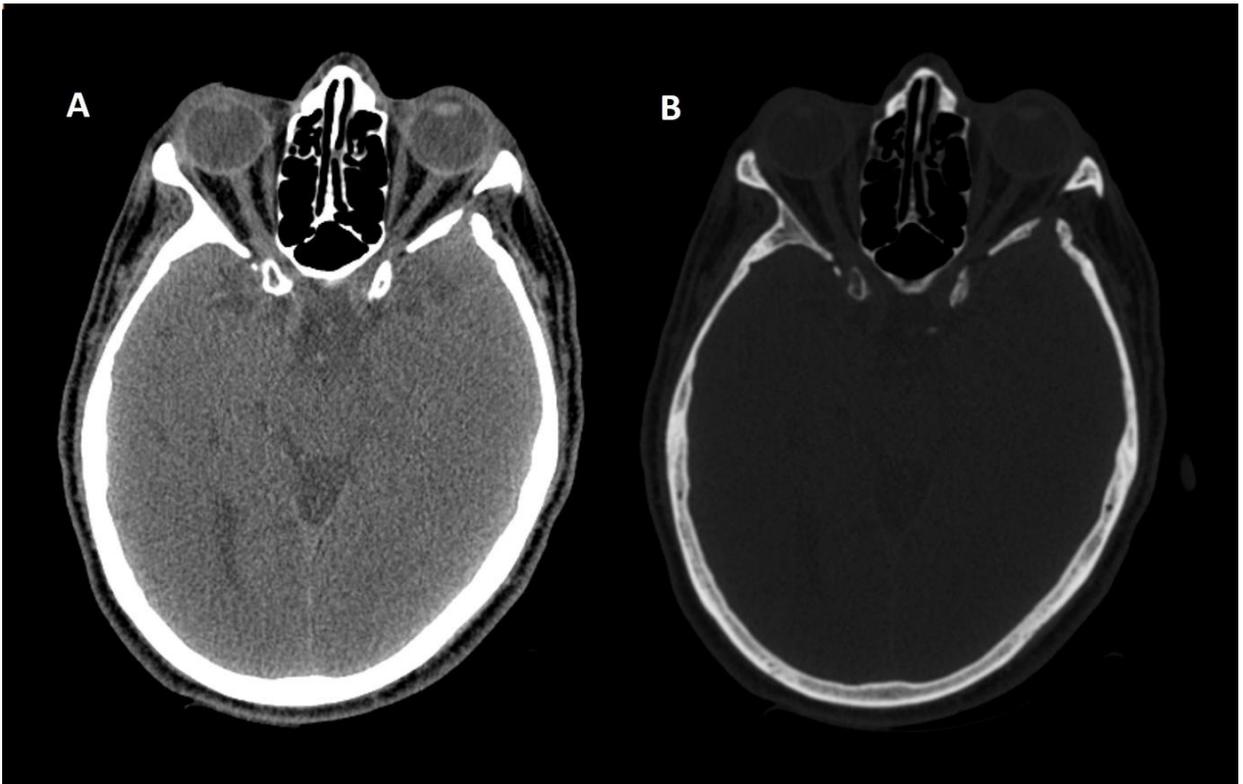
TC simple de órbitas (evolutiva - cuatro años después del tratamiento): cortes axiales A) ventana de partes blandas y B) ventana ósea, en los que se comprueban los cambios óseos esfenoidales residuales, pero sin evidencia de componente blando tumoral ni de proptosis.
